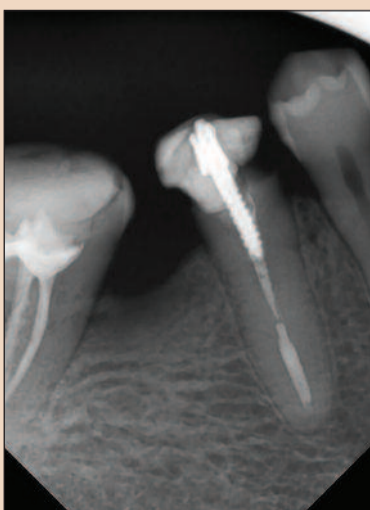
Рентгенограмма зуба 45 до лечения.
